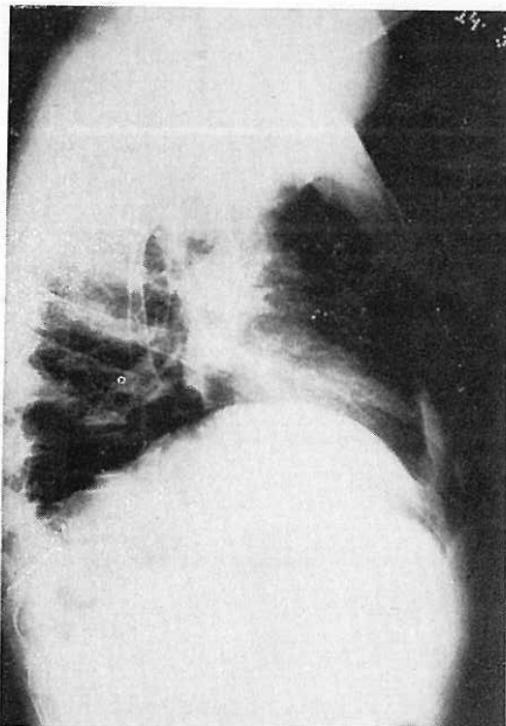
Radiografía lateral del tórax en el mismo caso de la figura 11.
